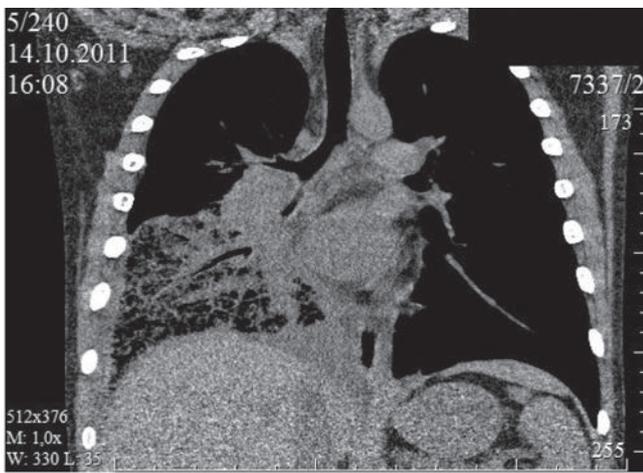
КТ грудной клетки. Тотальная инфильтрация правого легкого смешанного характера
